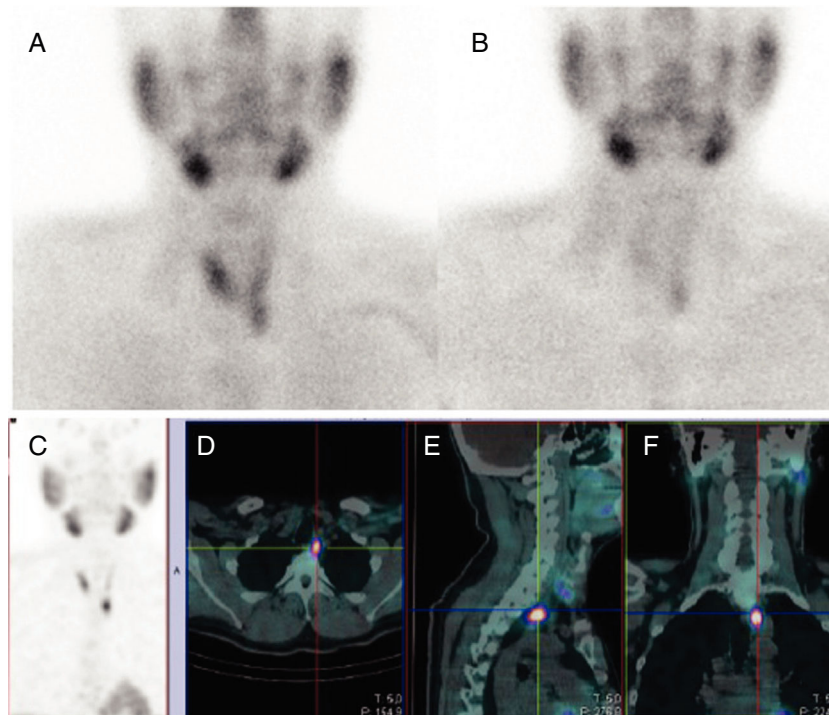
Gammagrafía planar de doble fase con ^{99m}Tc-MIBI (A: fase precoz; B: fase tardía), con un dudoso foco de actividad en el polo inferior del lóbulo tiroideo izquierdo. SPECT precoz: proyección de máxima intensidad (C), foco patológico en el polo inferior tiroideo izquierdo. Cortes coronales (D) y axiales (E): se confirma un depósito patológico del trazador posterior al polo inferior izquierdo del tiroides.
